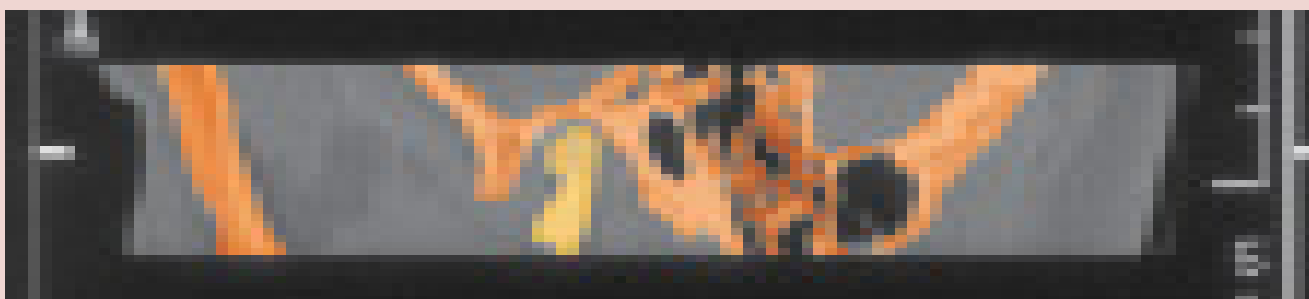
8B: Varredura por TC sagital de uma anquilose óssea superior. Há erosões severas na face superior e posterior do côndilo mandibular. A coloração da anatomia nos auxilia no diagnóstico das complexas patologias.
